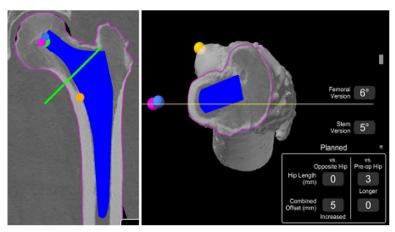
계획된 경부 절제 위치는 CT 보기에서 녹색 선으로 표시되고 (왼쪽), 계획된 스템은 Neck Cut View(경부 절제 보기)에서 경부 절제 수 준에서 표시됩니다(오른쪽).
